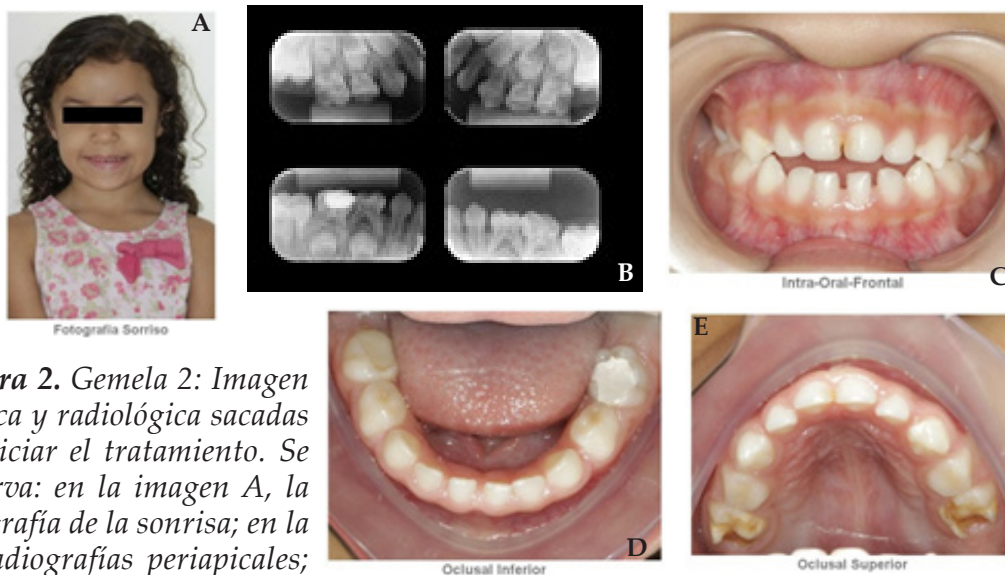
Gemela 2: Imagen clínica y radiológica sacadas al iniciar el tratamiento. Se observa: en la imagen A, la fotografía de la sonrisa; en la B, radiografías periapicales; en la figura C, imagen vestibular de los dientes superiores e inferiores; las imágenes D y E muestran imágenes intrabucal de las superficies oclusales de las arcadas inferiores y superiores. Además, se ve los dientes 55 y 65 con hipoplasia
